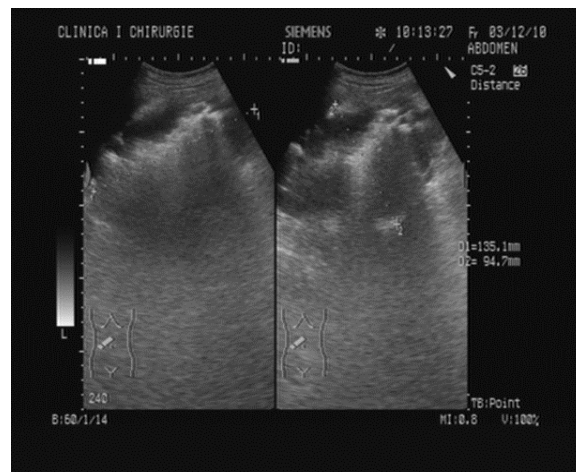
Formațiune intraabdominală evidențiată la ecografia abdominală
